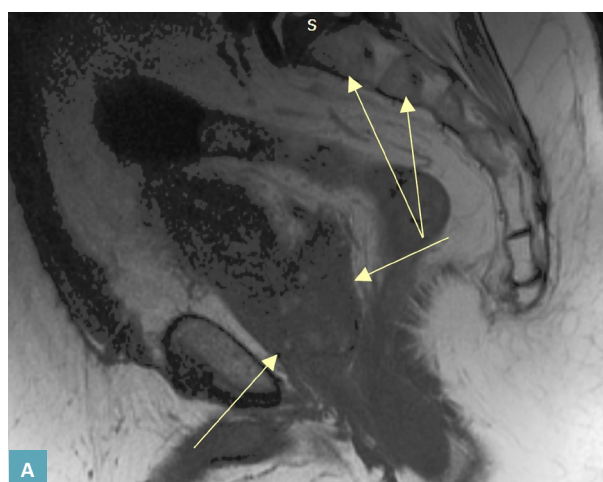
МРТ малого таза через 6 мес. лечения: А – стабилизация процесса со стороны предстательной железы и метастатических очагов в крестце (желтые стрелки); Б – метастатическая опухоль (аденокарцинома) прямой кишки (желтые стрелки).
